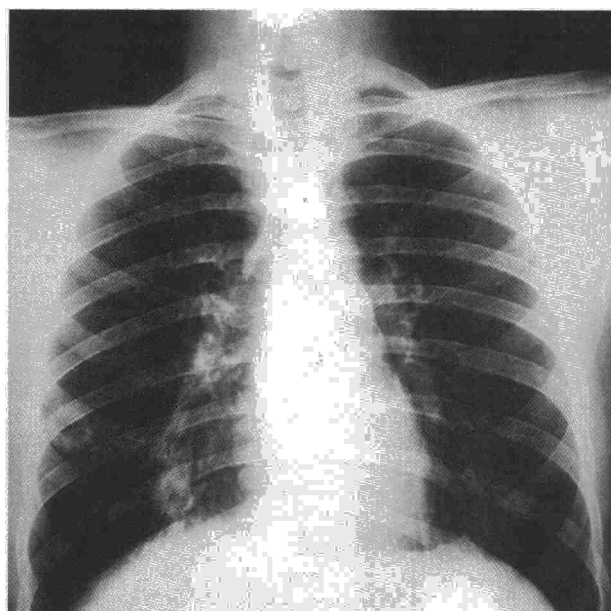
Radiografía simple postero-anterior de tórax, mostrando los tres nódulos pulmonares cavitados en hemitórax derecho.
